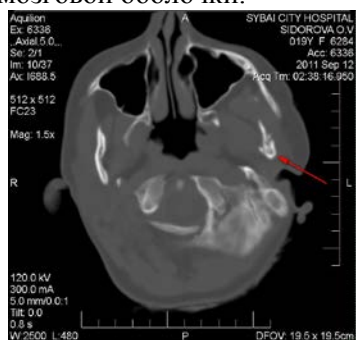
Нарушение целостности мыщелкового отростка нижней челюсти слева на компьютерной томограмме черепа в аксиальной проекции (указано стрелкой)
